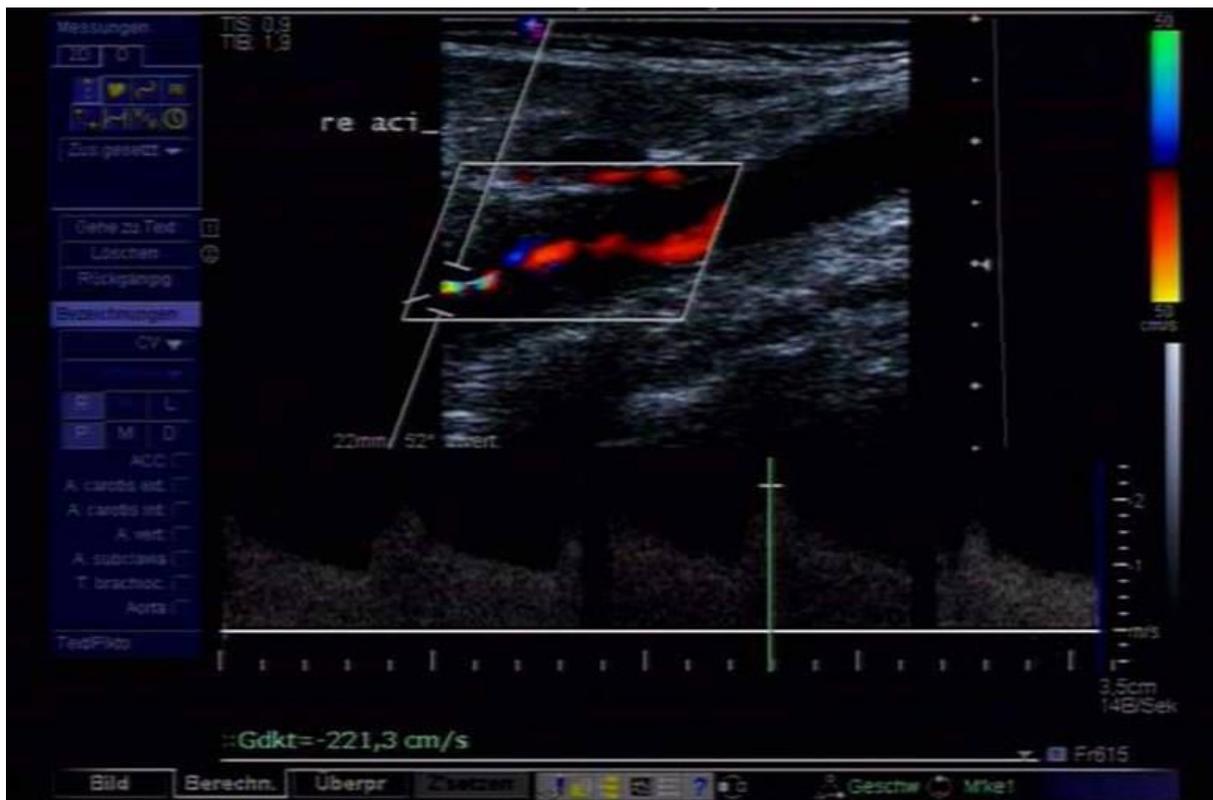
Sonographische Messung der intrastenotischen systolischen Flussgeschwindigkeit bei Dissektion der rechten ACI
